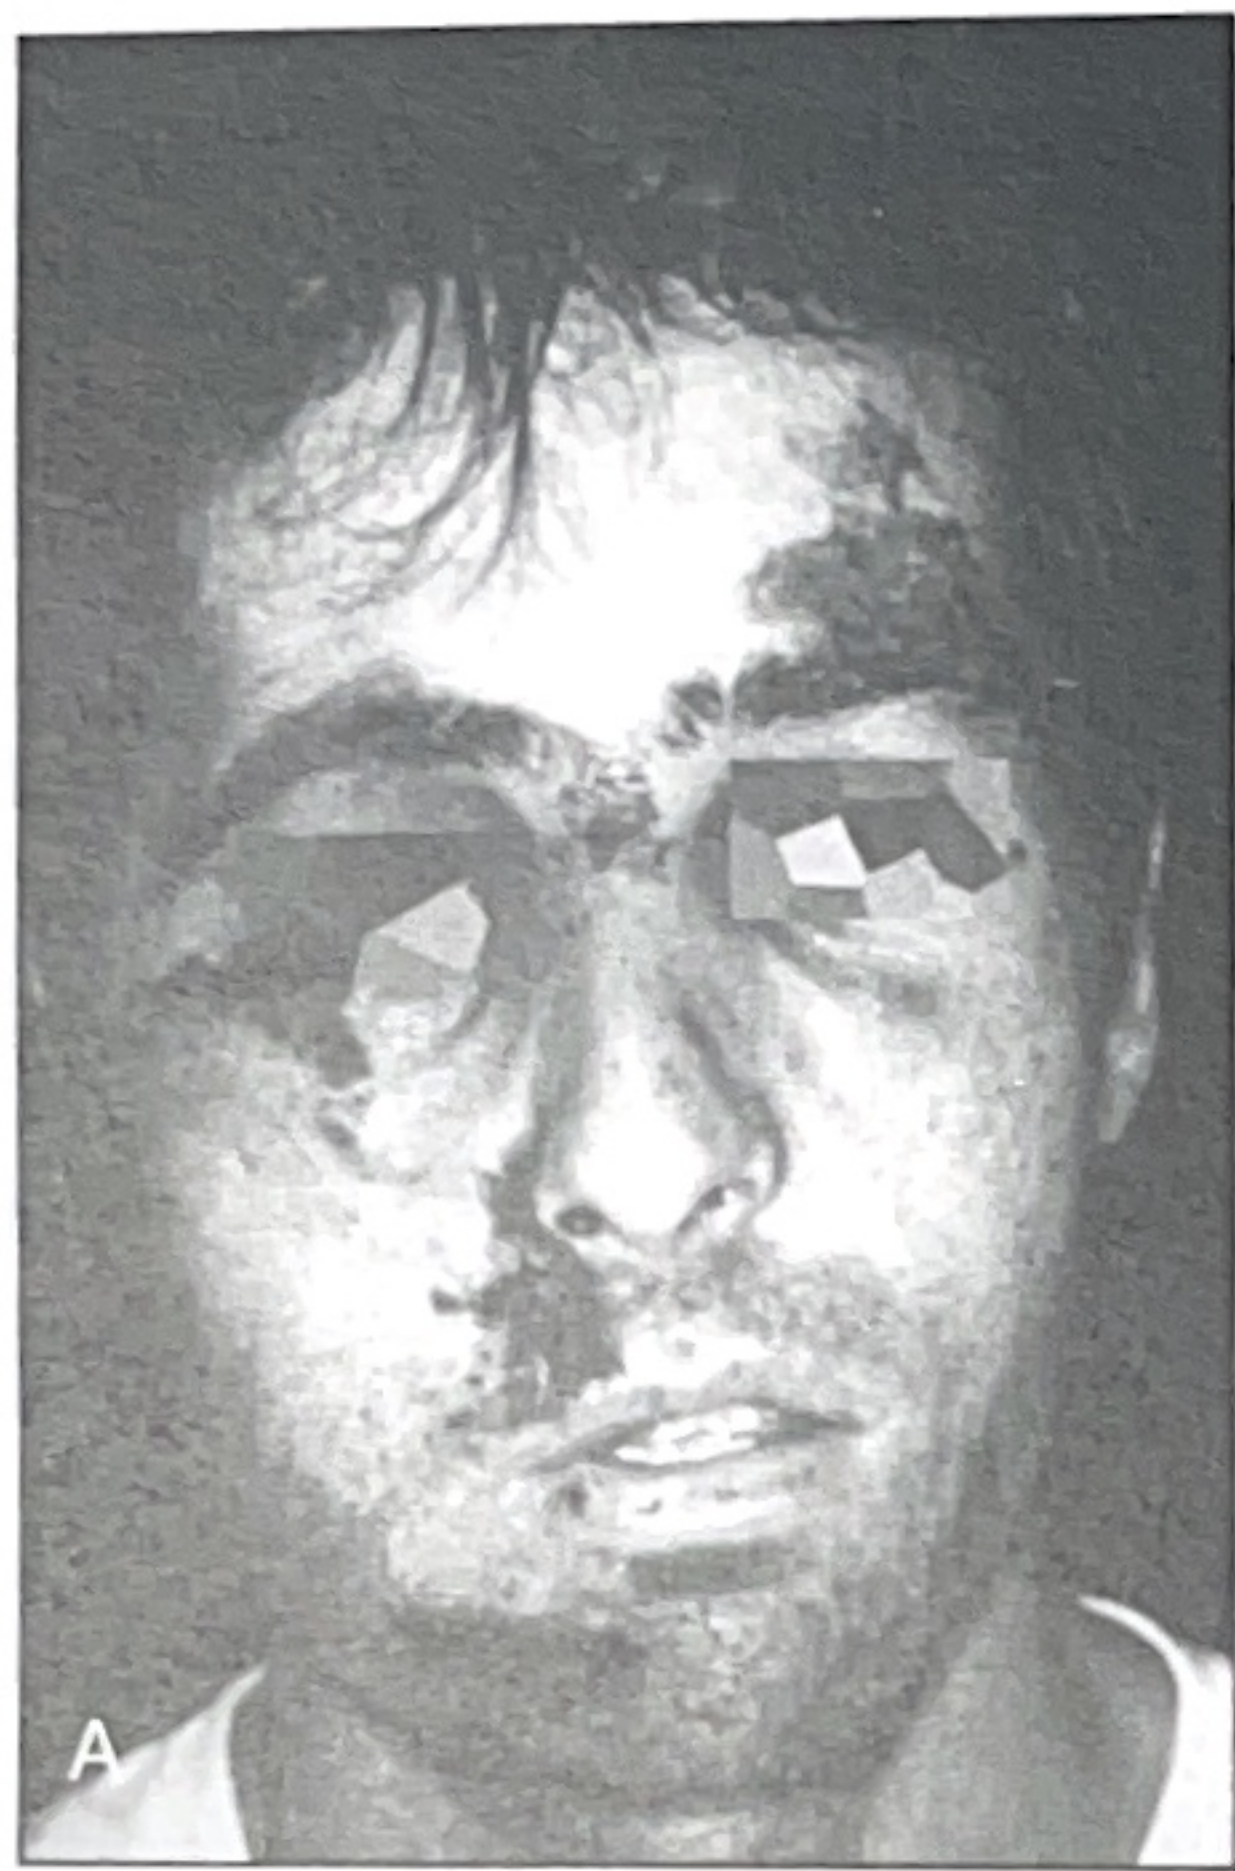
Fratture del mascellare: A) paziente con frattura tipo Le Fort I; B) si evidenzia la malocclusione post traumatica; C) la Rx ortopantomica e la TC evidenziano la rima fratturativa.
